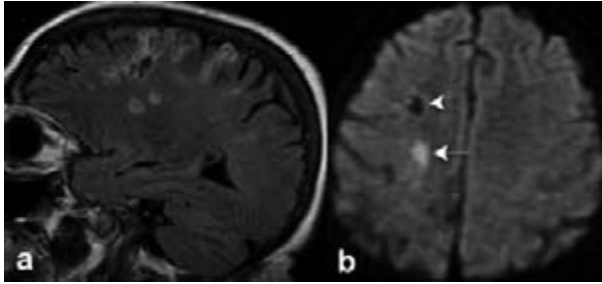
FLAIR sag. (a), DWI epi axial (b). Mehrzeitiges Infarktgeschehen bei hochgradiger ACI-Stenose rechts mit malazischem Substanzdefekt (Pfeilspitze) und frischer Diffusionsstörung (Pfeil).
